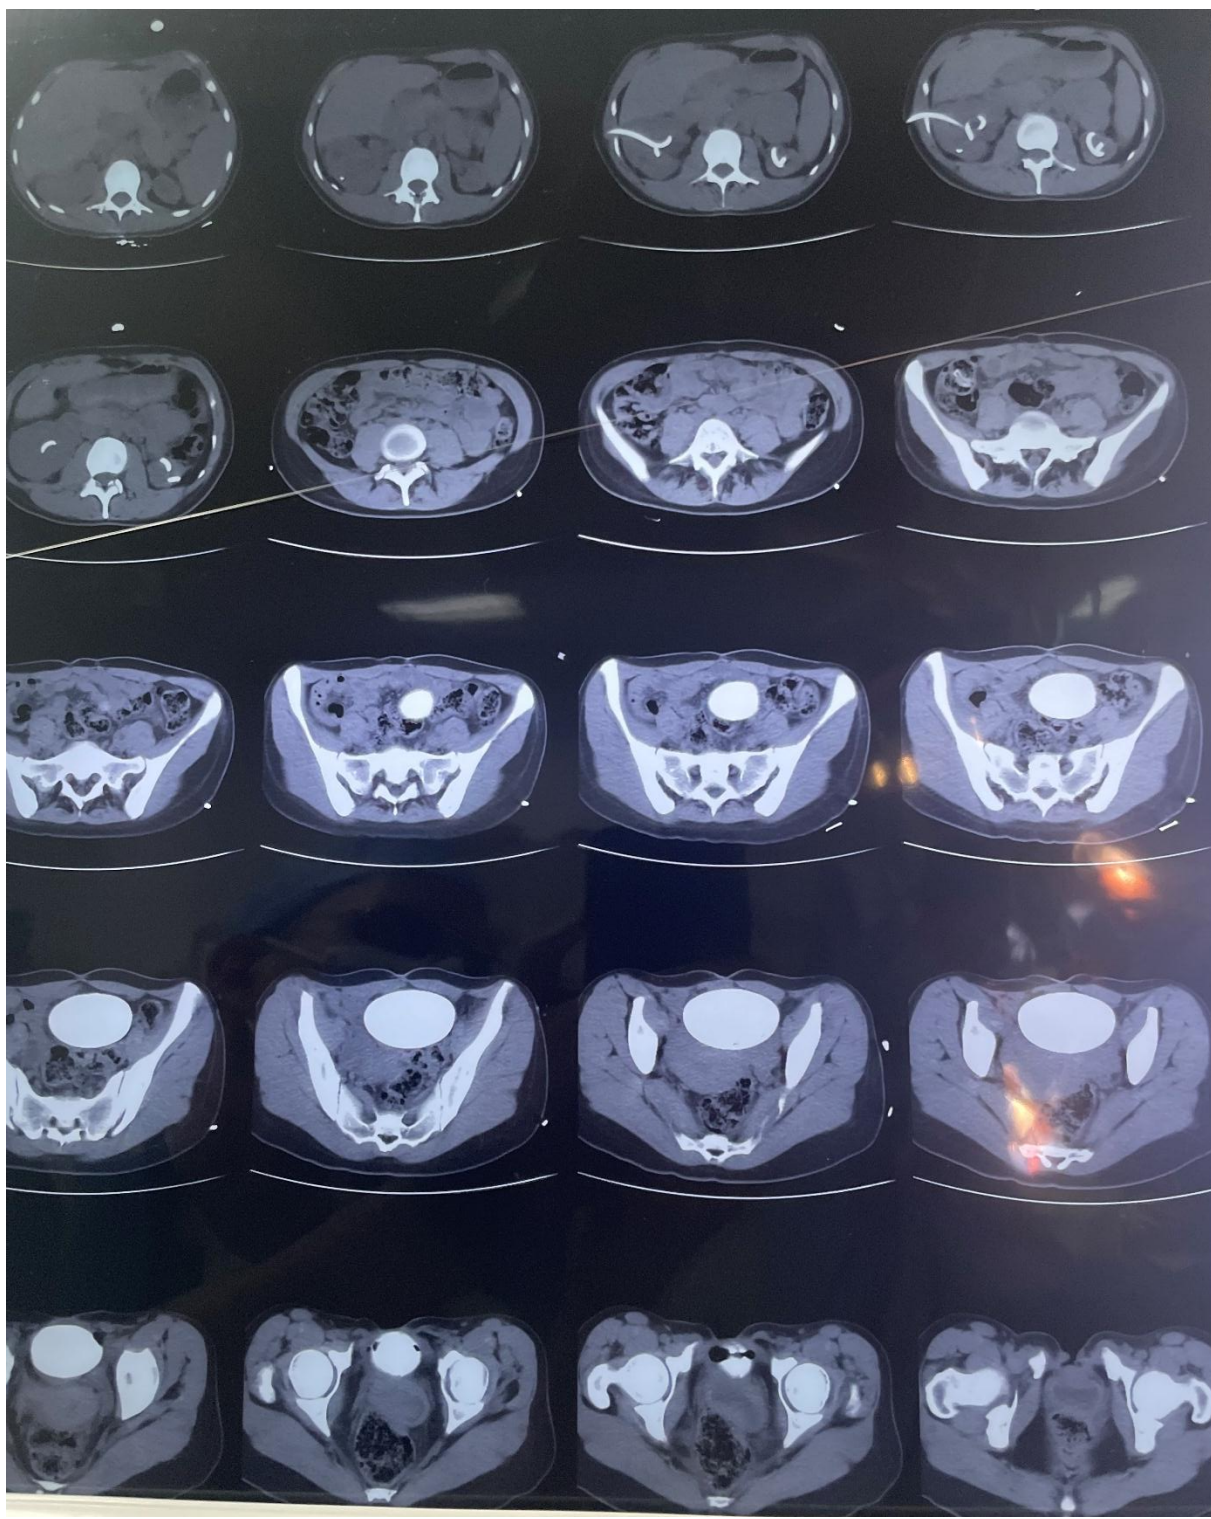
Coupes axiales d'Uro-TDM montrant de multiples lithiases de localisation
